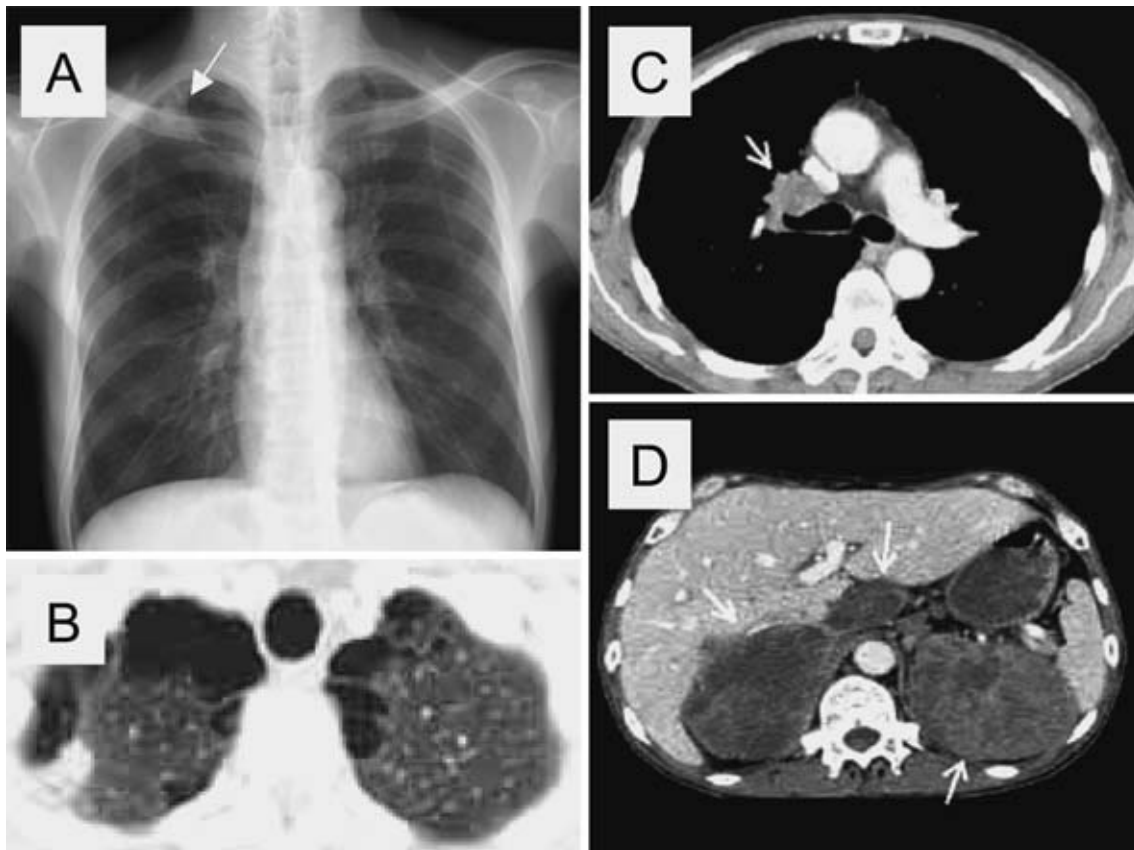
Radiographs of case 2.
